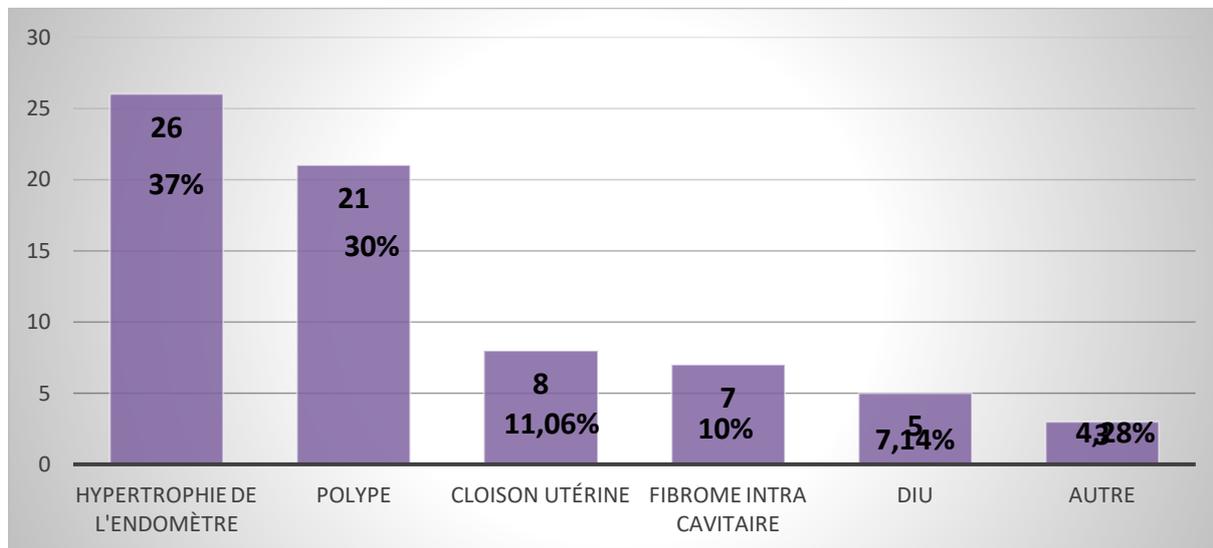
Répartition des pathologies retrouvées lors des résultats échographiques
